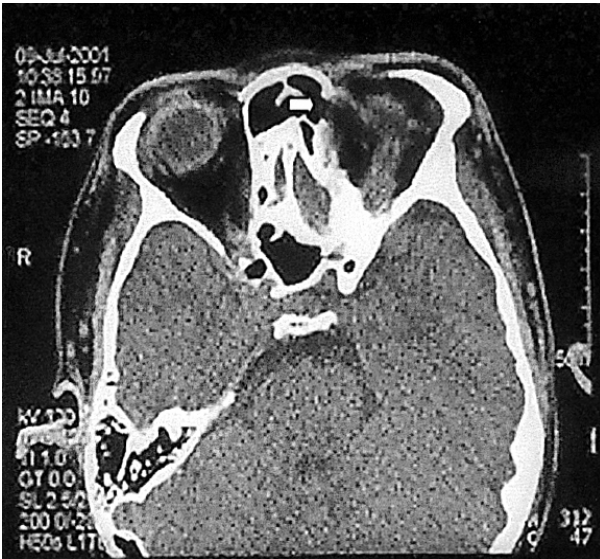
Orbital CT showed displacement of superior portion of the ethmoid bone and entrapped left superior oblique muscle in the fracture site (arrow).
